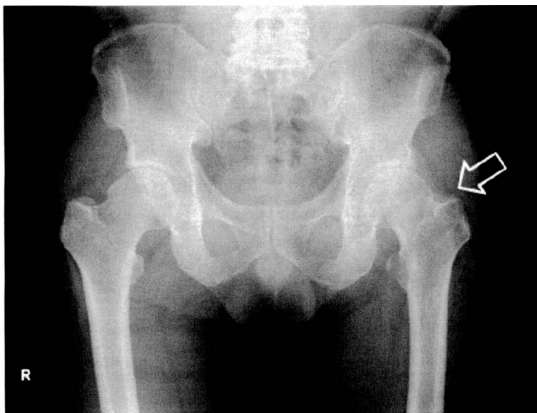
受傷時両股関節前後X線像、左大腿骨頸部骨折の所見(⇒)あり
